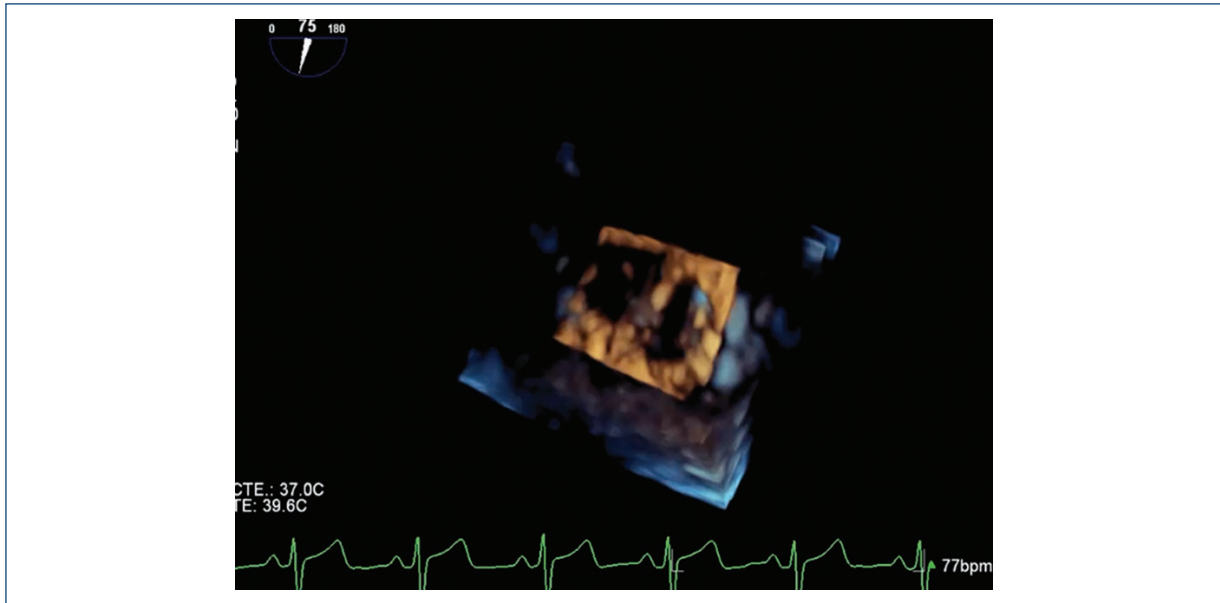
Ecocardiograma transesofágico medio 3D, con imagen en cuatro cámaras donde se observa el doble orificio mitral.
